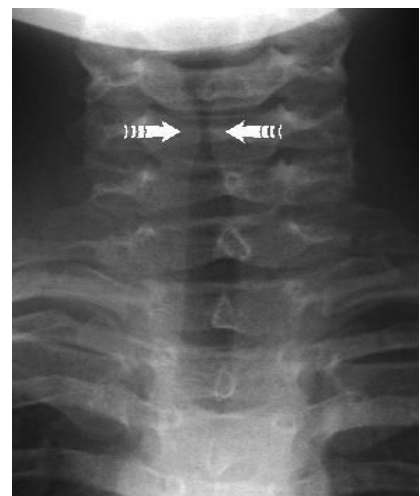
Radiografias cervicais sugestivas de crupe viral. Imagem de *John McBride, MD*.
